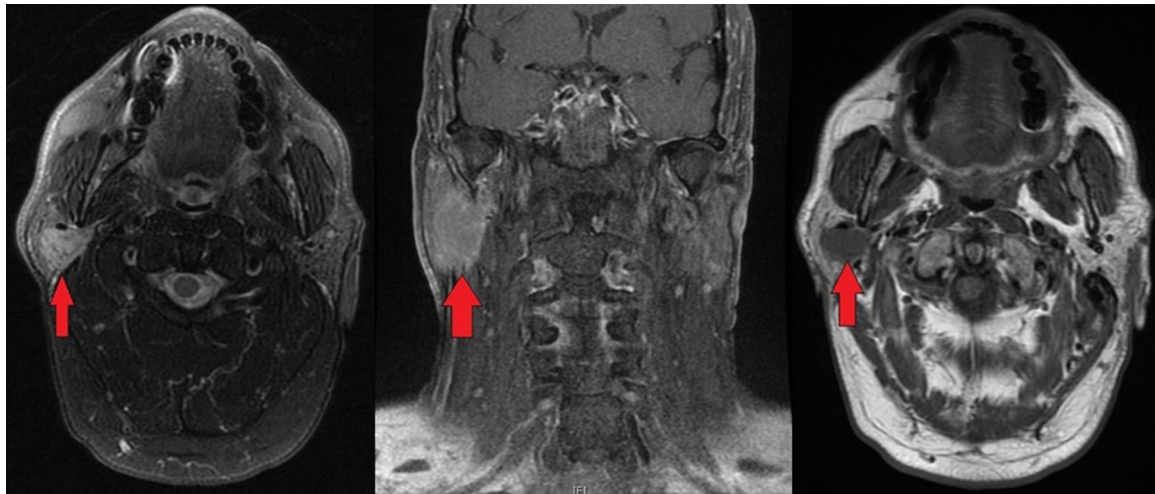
Imágenes de resonancia magnética nuclear. Se muestra en detalle la lesión parotídea de bordes bien definidos con naturaleza hipercaptante en T1 en corte axial y coronal en las imágenes de la izquierda e hipocaptante en T2 en la imagen a la derecha.
